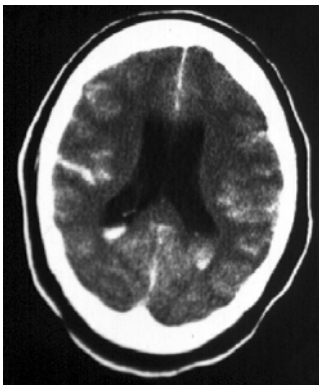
Subarachnoidalblutung; CT des Kopfes, nativ
